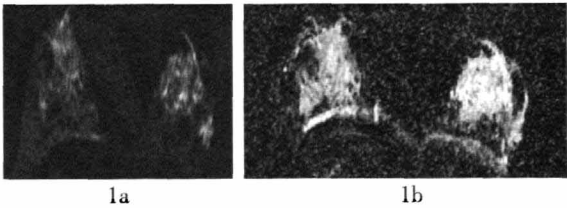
左乳浸润性导管癌 DWI 和 ADC 图 患者女性，51 岁，左乳外下象限近边缘见不规则形异常信号影，边缘欠清晰，图 1a：DWI 轴位图，示病灶呈明显高信号；图 1b：ADC 轴位图，示病灶呈低信号。
